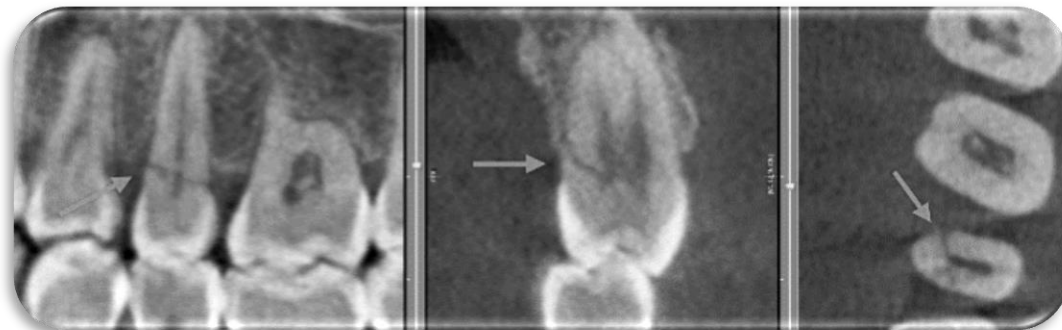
Fracturas radiculares detectadas en CBCT (Fuente: <http://auladentalavanzada.com/cbct-en-endodoncia>)
